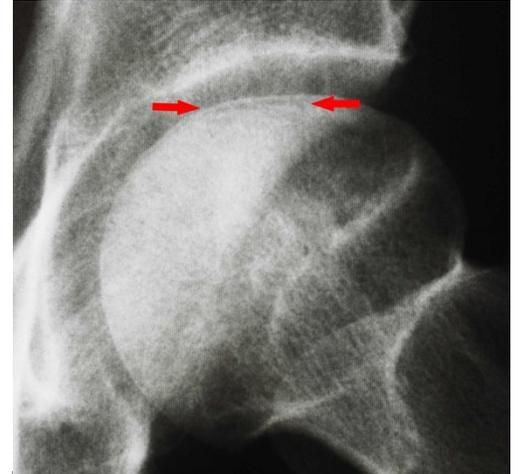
Radiografía de una cadera con osteonecrosis con las flechas resaltando la línea clara del "signo de la media luna".
